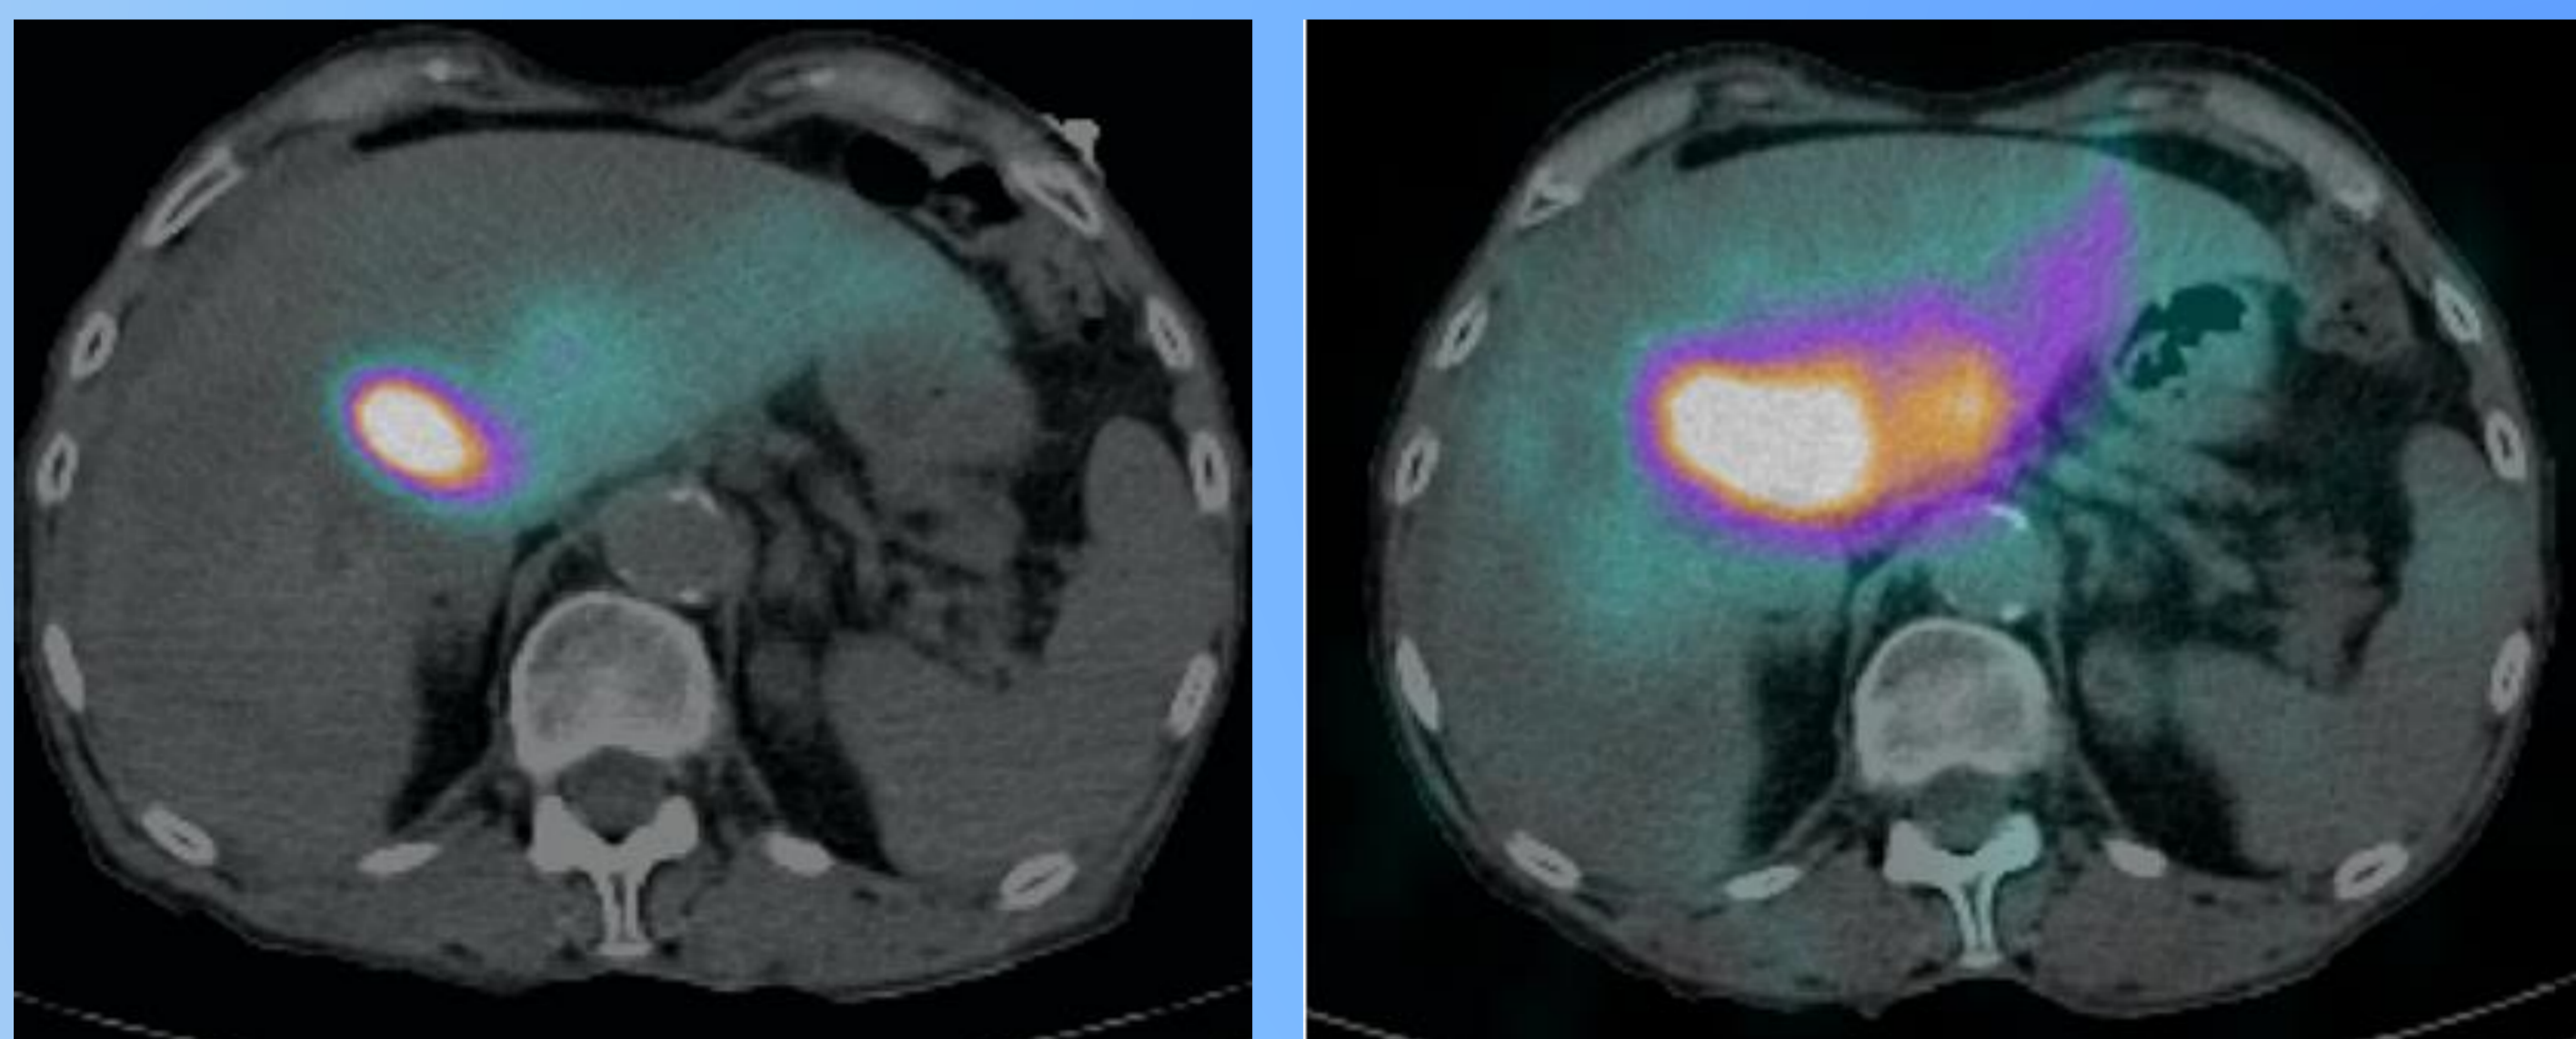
Corte transversal de dos SPECT/CT de un mismo paciente: planificación con 99mTc-MAA (izquierda) y tratamiento con 90Y (derecha)
